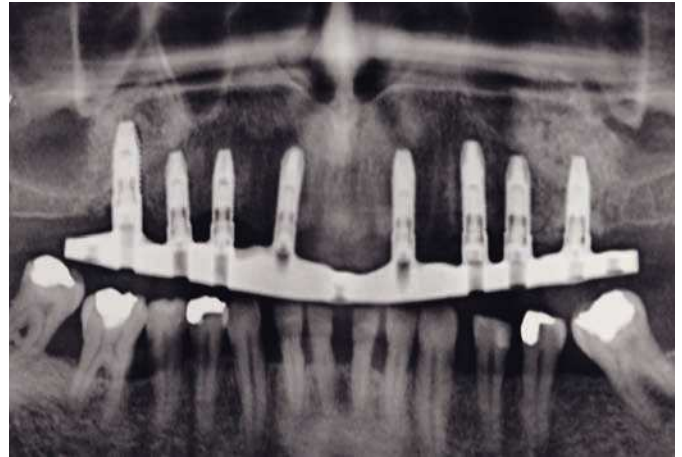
La radiografía de control del resultado final.
